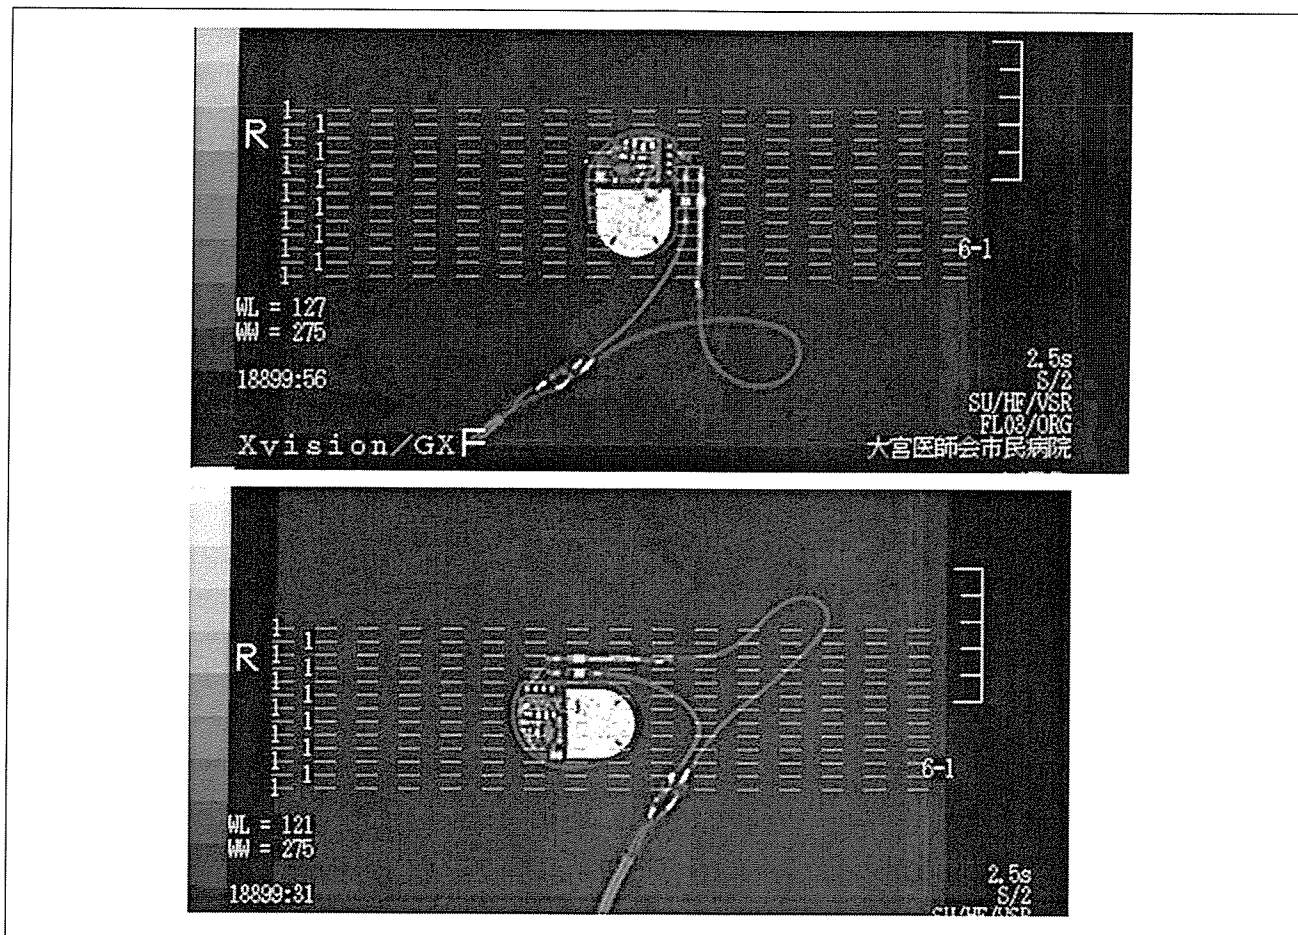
CT像のように水平位と垂直位それぞれに照射実験を行った。ペースメーカー CMOS 回路は平面ではなく、回路上の立体的構造物を持つ。放射線照射角が垂直でない条件を持つ CT では方向により立体物の陰が回路に投射されるため、方向も影響に与える重要なパラメーターである。
